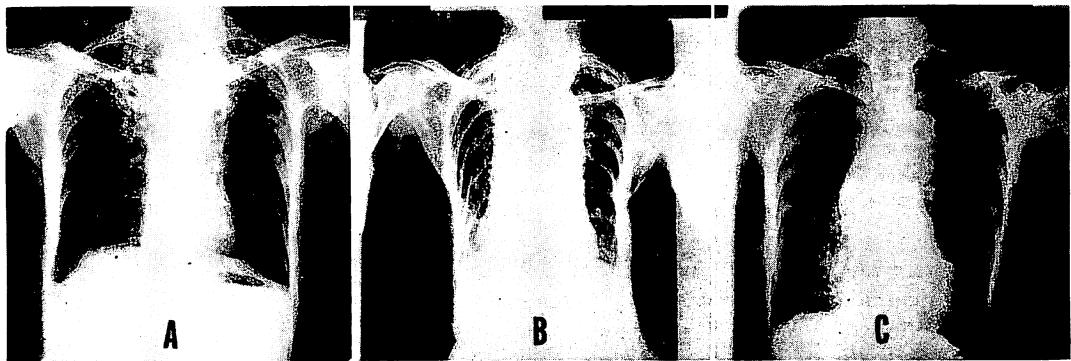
Chest X-rays of Case A, B and C (antero-posterior view).
